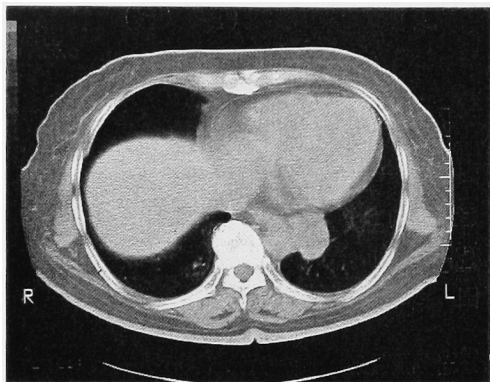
CT scan of lung before chemotherapy. Lung metastasis (ϕ 3 cm) was shown in the left lung field.
